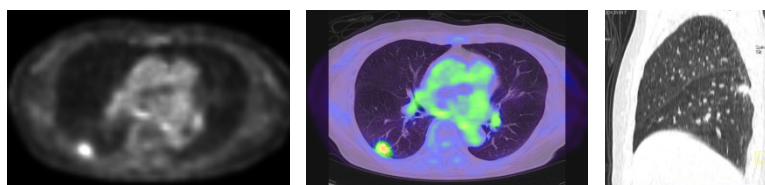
Example images of PET/CT examination. PET image (left), fusion image (middle) and CT image (right)
